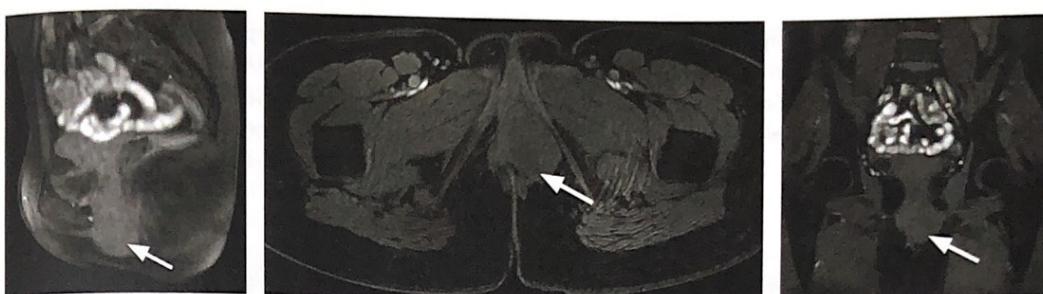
МРТ органов малого таза, T1 fs ВИ (сагиттальная, коронарная, аксиальная плоскости сканирования). Объемное образование имеет достаточно однородную структуру и изоинтенсивный МР-сигнал относительно мягких тканей
